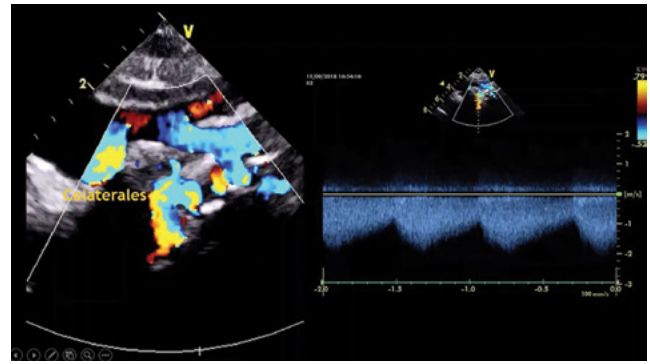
Vista supraesternal del arco y de la Aorta descendente mostrando colaterales gigantes aortopulmonares y el doppler de flujo continuo en una TDF.
